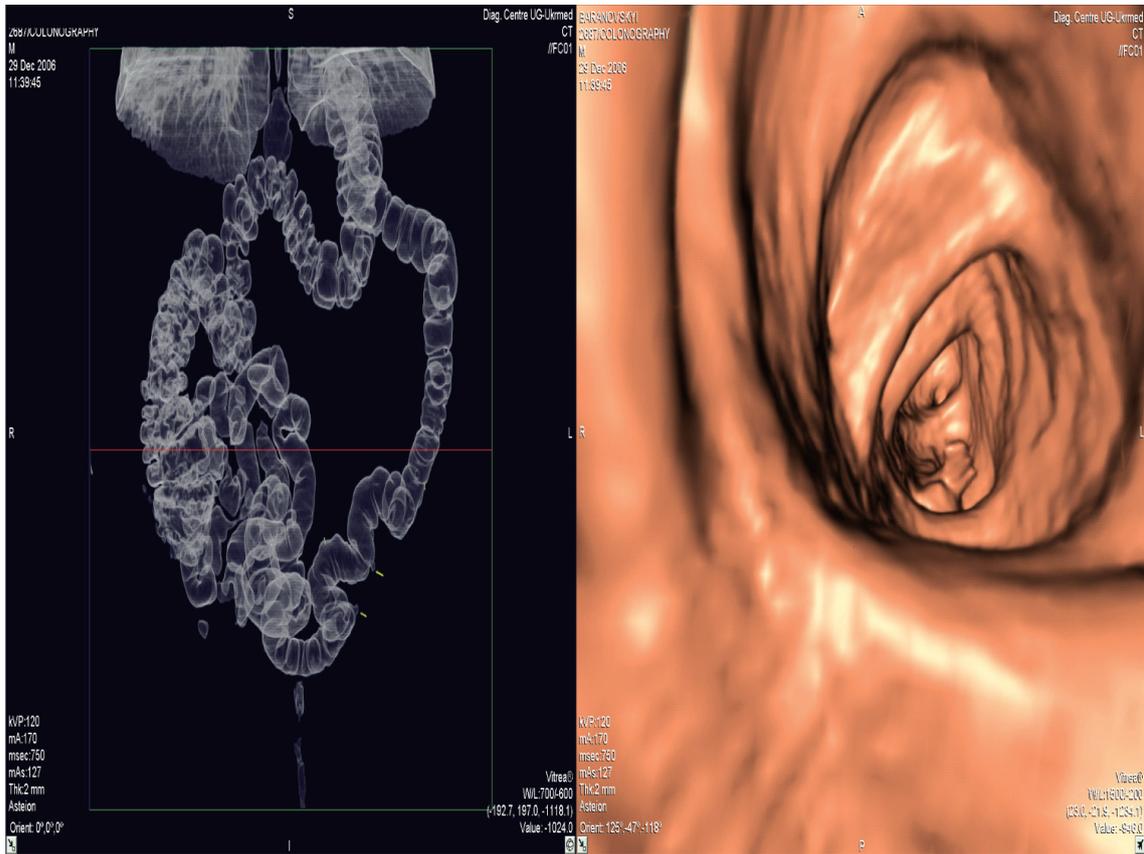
Виртуальная КТ-колоноскопия (дивертикулы прямой кишки).
